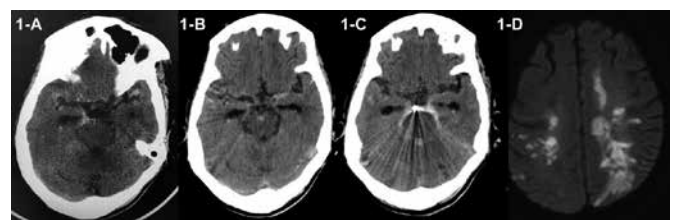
Computed tomography (CT) and magnetic resonance image (MRI) findings of the patient.
